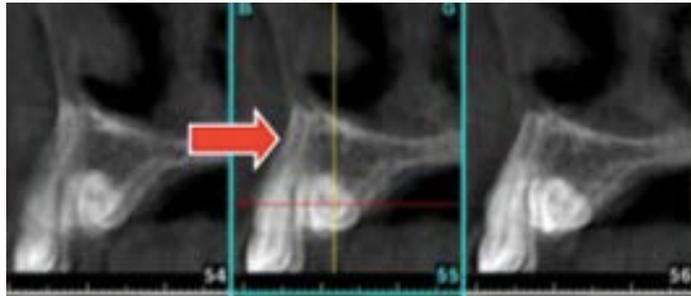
radiographie mettant en évidence la présence d'artefact cinétique (22).
